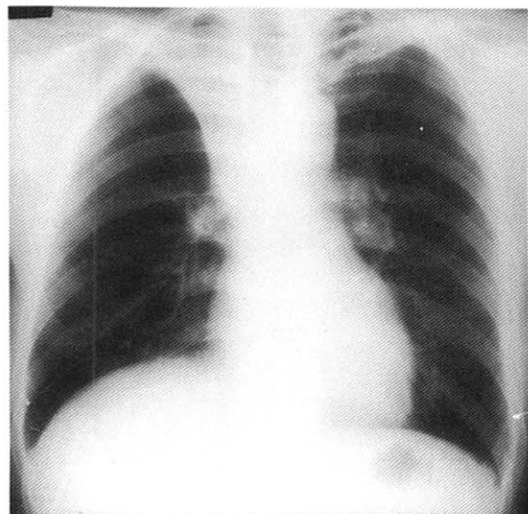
The chest radiograph shows collapse of right upper lobe and right displacement of the trachea.
